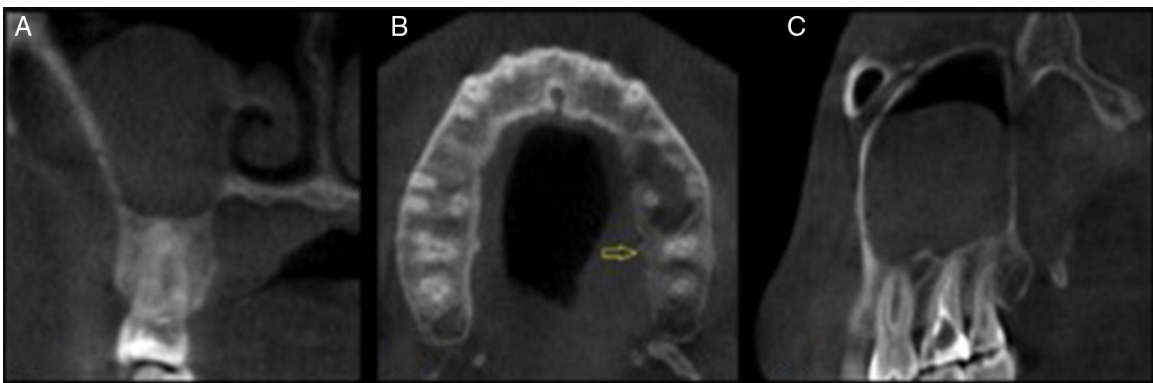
Imágenes del CBCT donde se observa integridad de corticales óseas y conservación de la línea periodontal del diente 15 (2,7) en el plano coronal (A), axial (B) y sagital (C).
